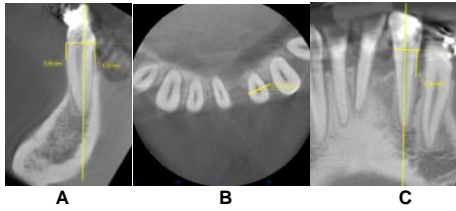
Tomografía Final D 32 A Corte sagital. 3B. Corte Basal (sentido MD). 3CCorte Coronal.
